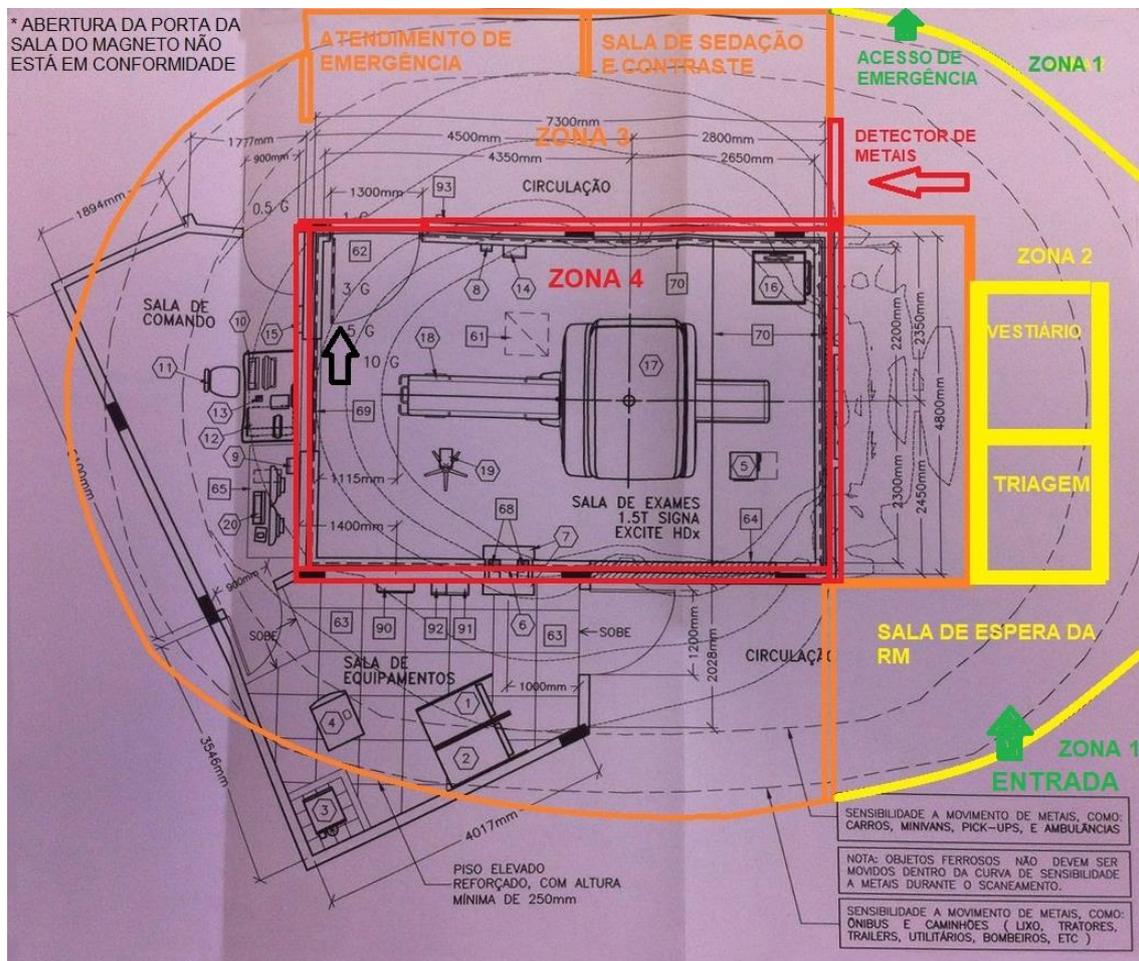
Zonas de segurança em RM
